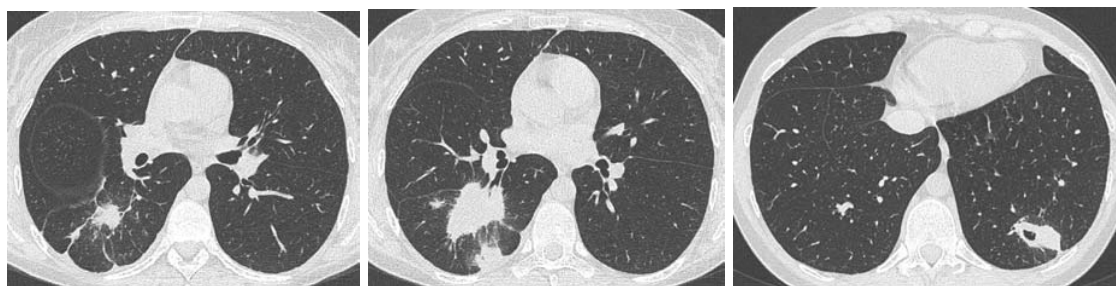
Больная П. КТ ОГК через 4,5 года с момента наблюдения.
